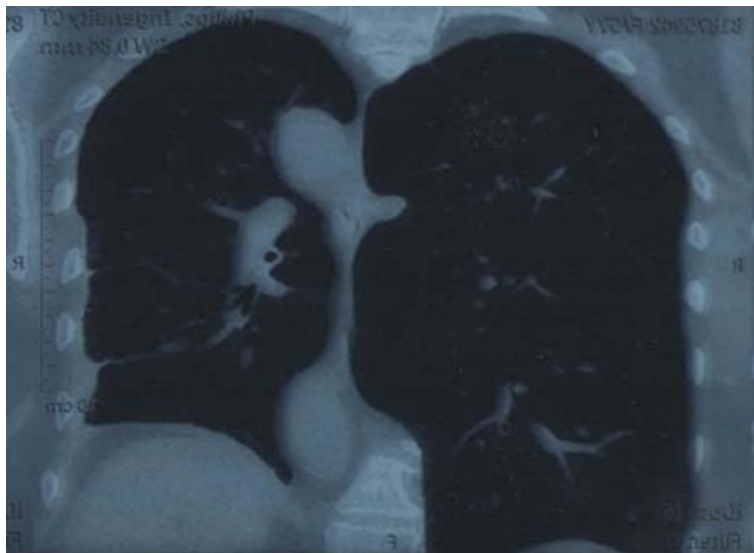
Компьютерная томография лёгких от 07.11.2019
